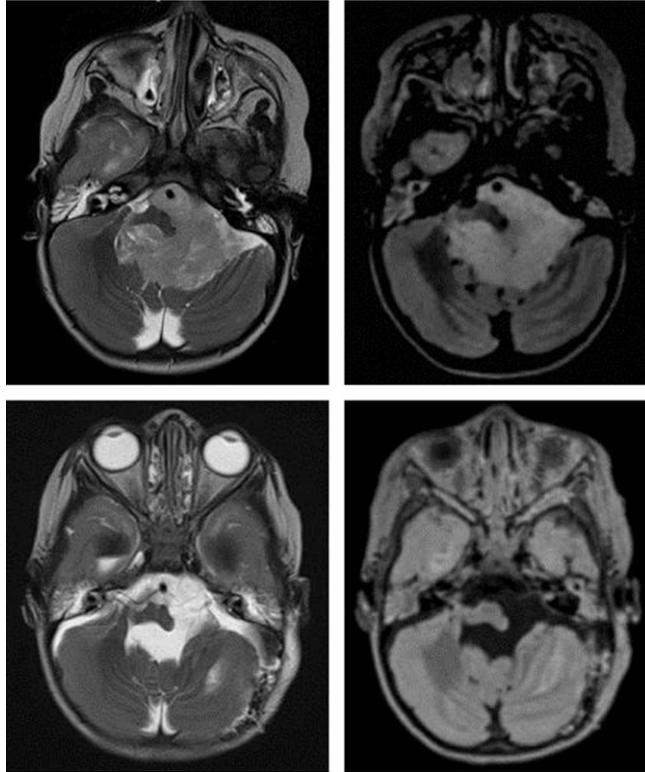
Épendymome de l'angle ponto-cérébelleux gauche. IRM préopératoire en haut, postopératoire en bas montrant une exérèse complète.
